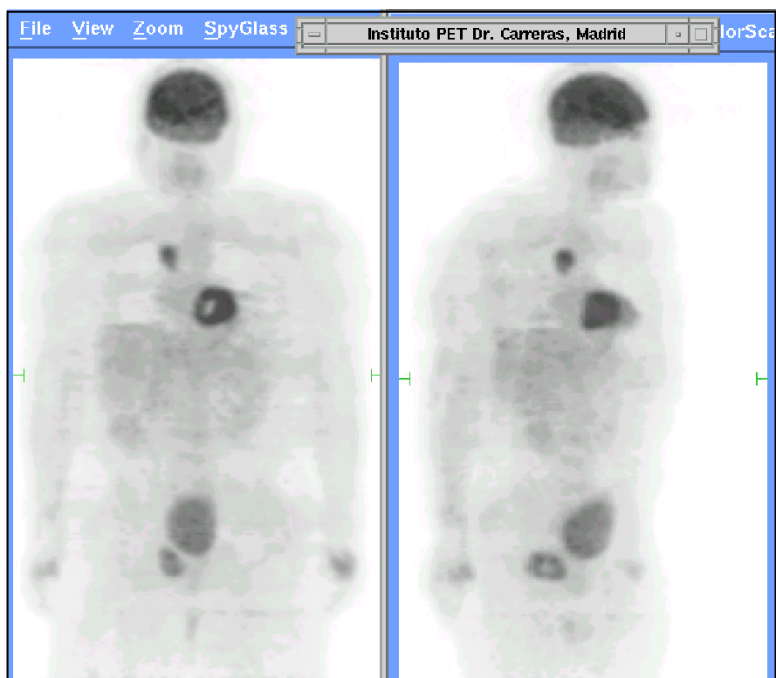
Paciente varón de 50 años que debutó con una masa en el músculo obturador interno derecho de carcinoma indiferenciado de TOD. La TAC toraco-abdominal y la panendoscopia fueron negativas para el tumor primario, aunque la TAC detectó un nódulo pulmonar en lóbulo superior derecho sugerente de malignidad. La PET ^{18}F -FDG detectó correctamente un tumor primario pulmonar en lóbulo superior derecho —donde la TAC había detectado el nódulo. Se inició tratamiento quimioterápico frente a carcinoma de pulmón, por lo que el impacto sobre el manejo de la PET ^{18}F -FDG fue elevado. El médico remitente consideró que la PET ^{18}F -FDG había sido muy útil tanto en la decisión diagnóstica (eficacia en el juicio diagnóstico o nivel 3) como terapéutica (eficacia terapéutica o nivel 4).
